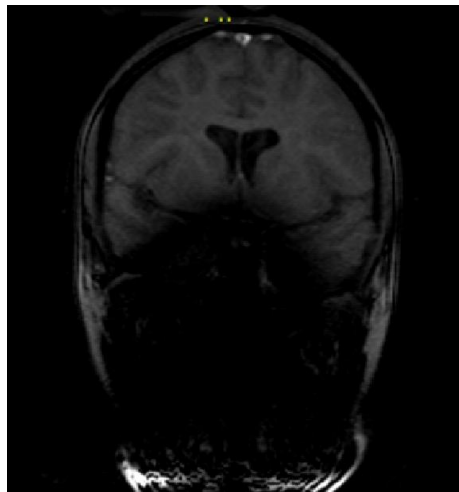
IRM craneal contrastada en corte coronal de la paciente
